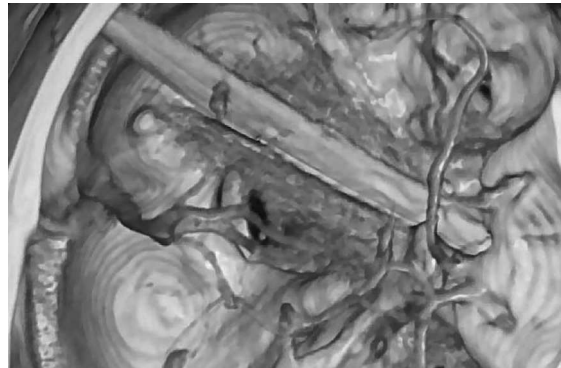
Angiotomografía, presencia de arma blanca que no compromete la arteria cerebral media ni la carótida común.
